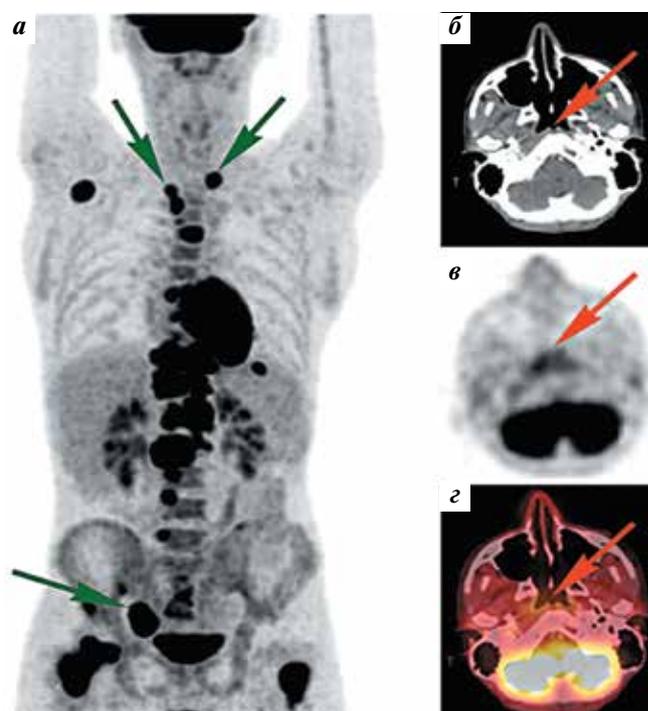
Пациент 4. Состояние после полихимиотерапии (5 курсов по схеме карбоплатин + гемцитабин + цетуксимаб и 4 курсов по схеме паклитаксел + винорелбин): а – позитронная эмиссионная томография (ПЭТ), проекция максимальной интенсивности (maximum intensity projection), фронтальная плоскость. Увеличение ранее выявленных очагов патологического накопления радиофармпрепарата и появление новых в надключичных лимфатических узлах и лимфатических узлах средостения, наружном подвздошном лимфатическом узле справа (зеленые стрелки), паравerteбральных тканях, оболочках спинного мозга; б–г – аксиальные срезы на уровне носоглотки (красные стрелки), без отрицательной динамики: б – компьютерная томография с внутривенным контрастированием; в – ПЭТ; г – ПЭТ, совмещенная с компьютерной томографией
